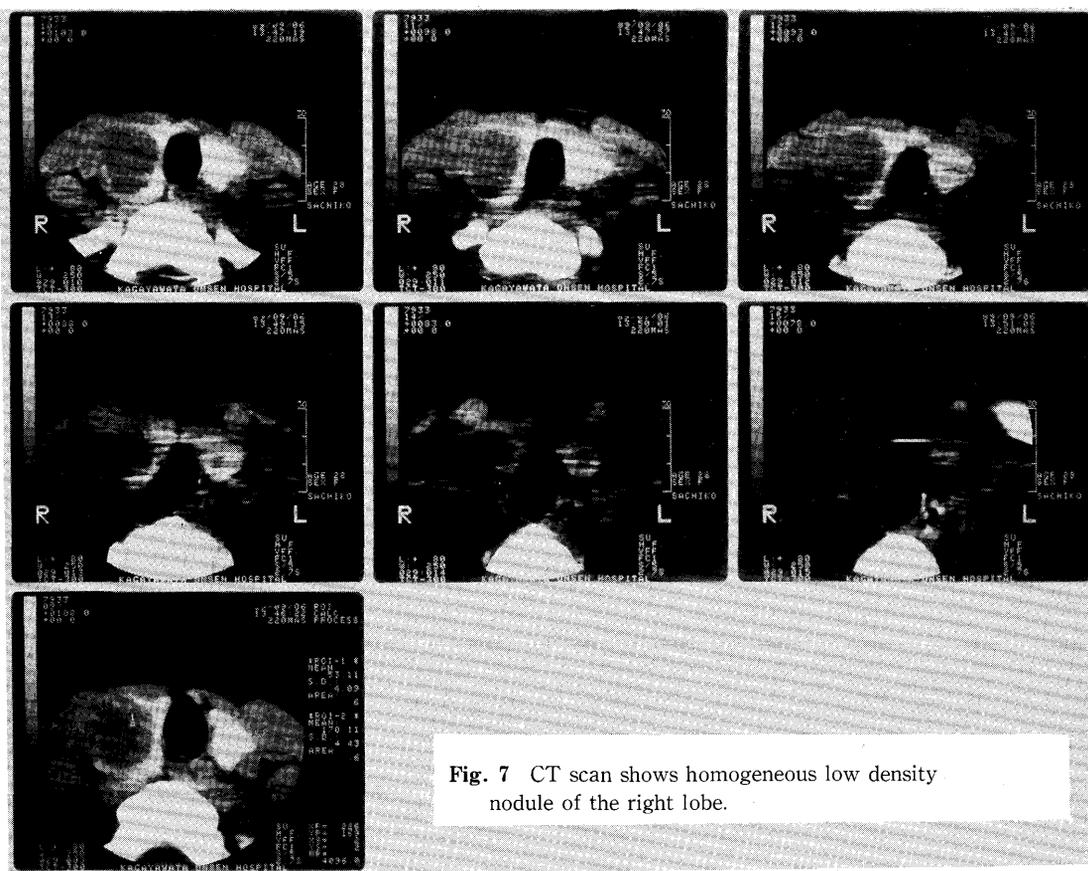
CT scan shows homogeneous low density nodule of the right lobe.
